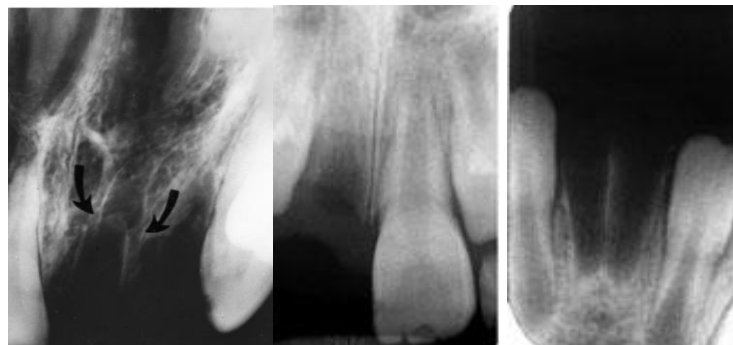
Radiografías periapicales que ilustran diversas avulsiones.
